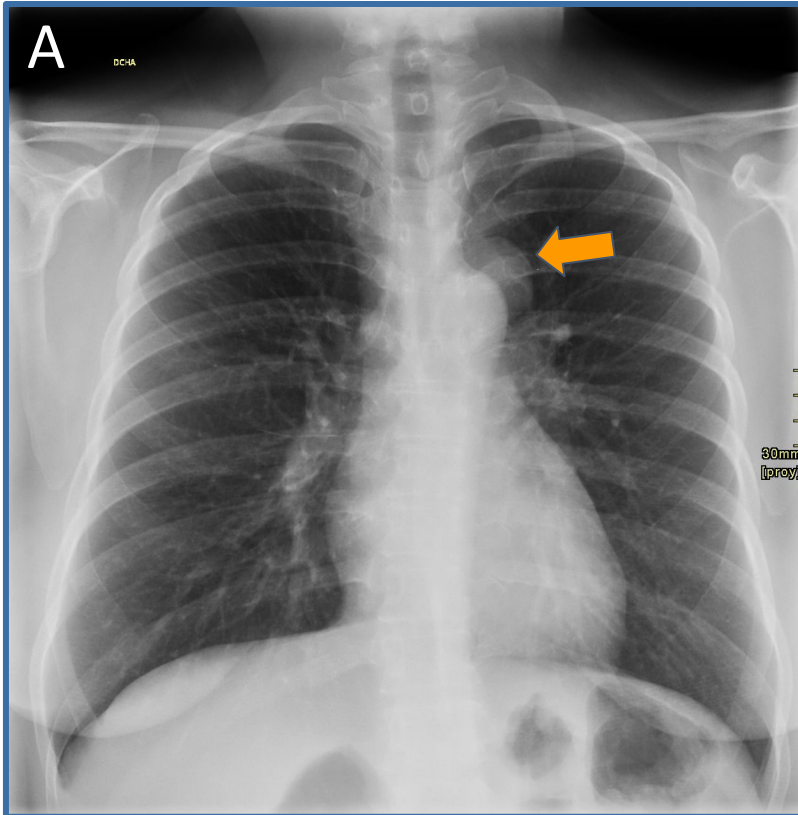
Radiografía de tórax posteroanterior (A) y lateral (B). Lesión redondeada de bordes bien definidos, que probablemente corresponda a una masa mediastínica posterior (flechas).
